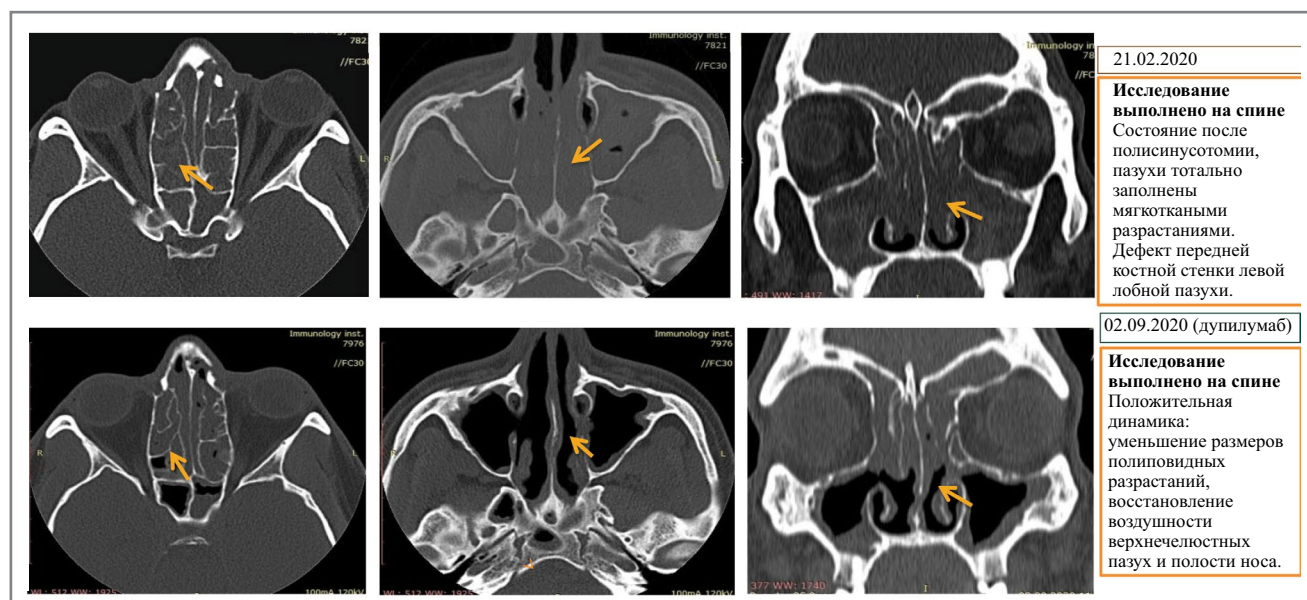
Результаты лечения. Мультиспиральная КТ околоносовых пазух в динамике.
